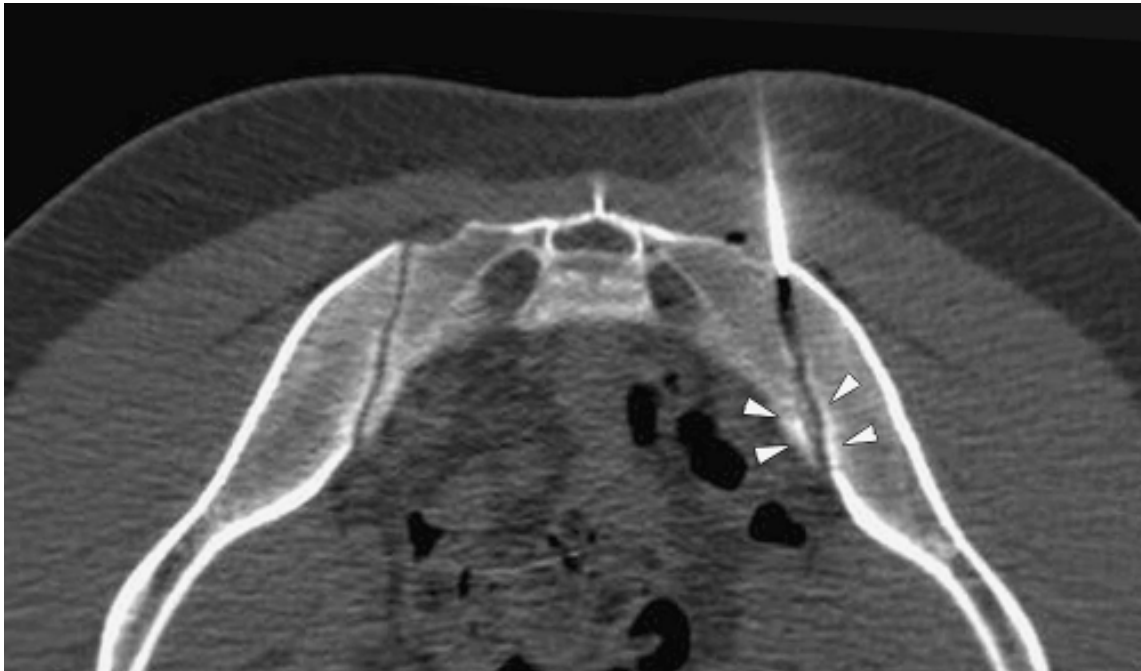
CT-gestützte Punktion des rechten SIG in Bauchlage zur Kortikoidinjektion. Am anterioren Drittel des rechten SIG zeigen sich subchondrale Sklerosierungen (Pfeilspitzen)
